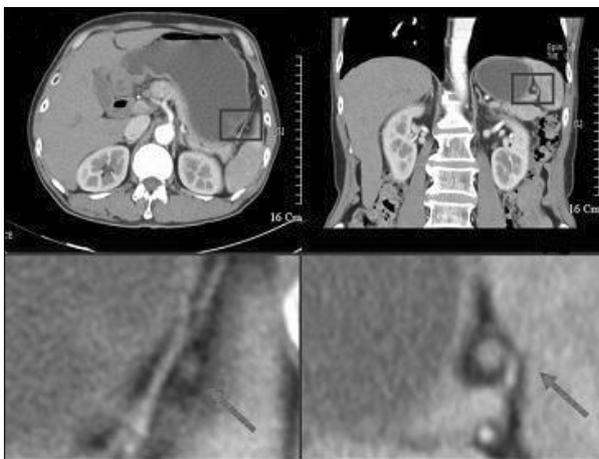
Preoperative abdominal CT* scans. Suspicious enlarged lymph node was found in splenic hilum.
